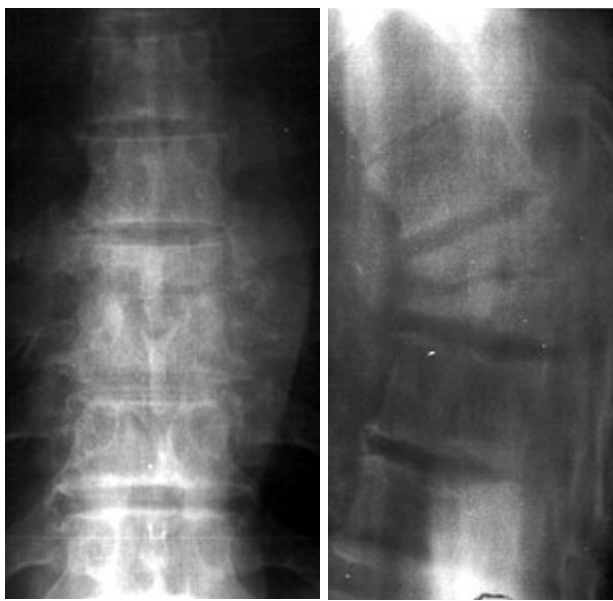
Рентгенограми пацієнта А. (історія хвороби № 4125). Візуалізація двобічного паравертебрального абсцесу
